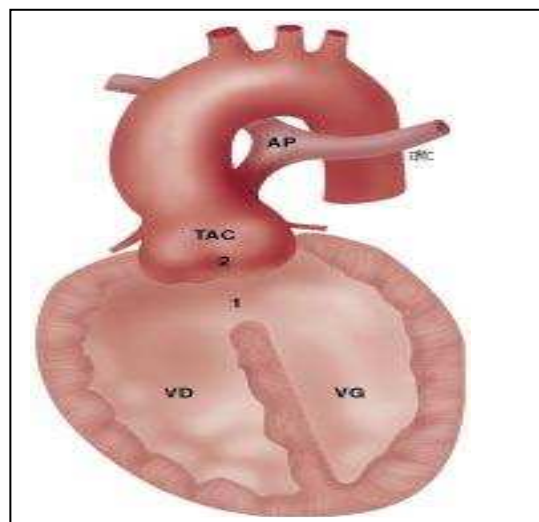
Tronc artériel commun (AP : artère pulmonaire ; VD : ventricule droit ; VG : ventricule gauche ; TAC : tronc artériel commun). 1. CIV ; 2. Valve troncale anormale [9].
